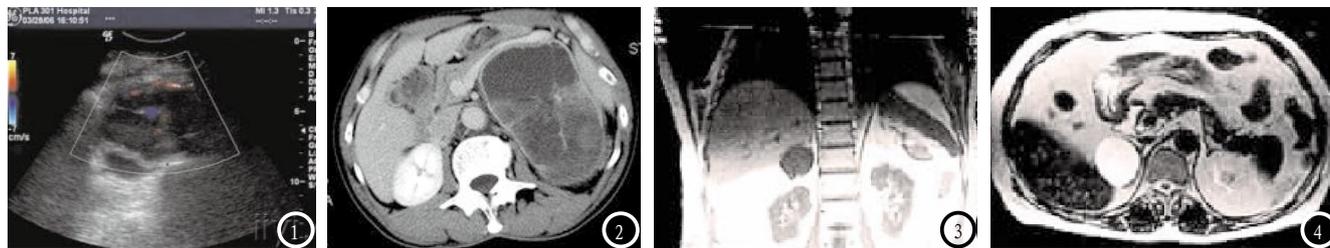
嗜铬细胞瘤超声影像,低回声、分布均匀、球形感。图2 嗜铬细胞瘤CT影像,卵圆形为主、密度均匀、强化。图3 右肾上腺肿块冠状位T1WI,边界光整、呈长T1信号。图4 右肾上腺肿块横断位T2WI病变呈长T2信号,肾上腺内侧支受推压。
